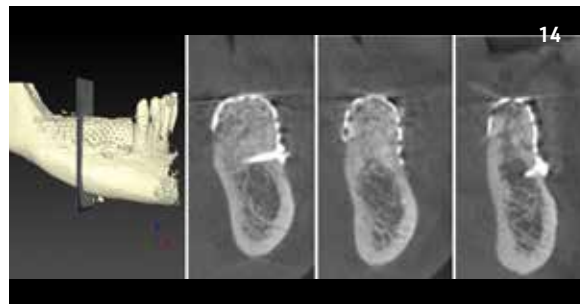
Controllo CBCT dopo 6 mesi di guarigione sommersa.
